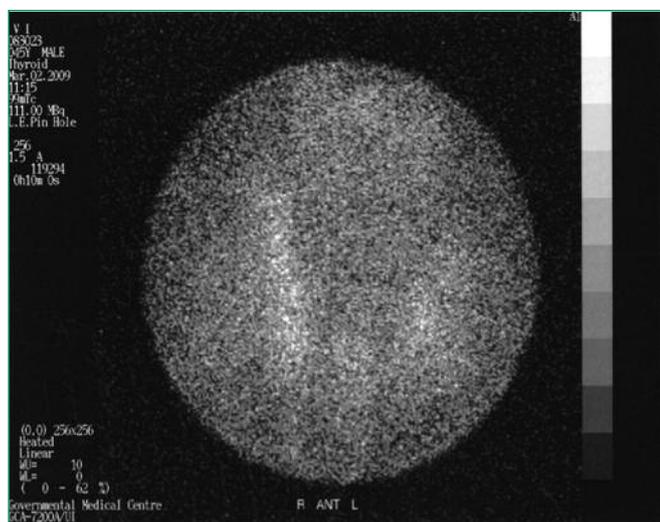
Сцинтиграфия щитовидной железы пациента Е.
